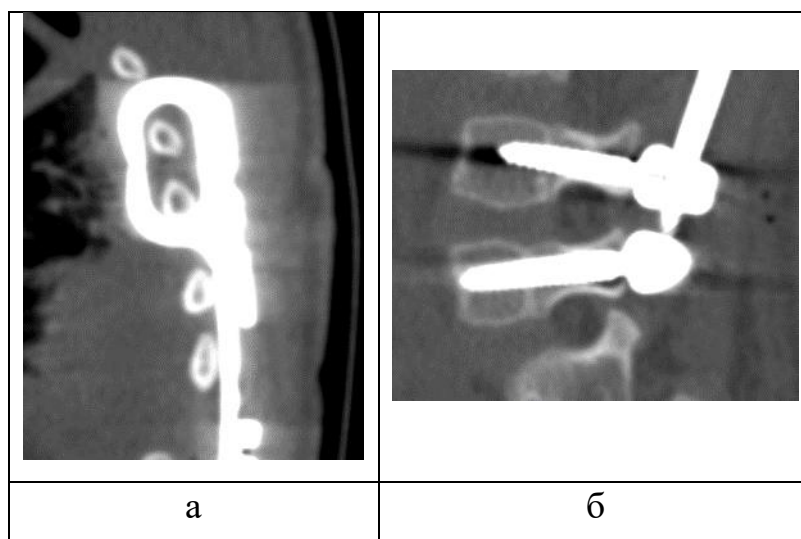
КТ позвоночника после операции: а - положение реберного захвата, б – позиция ТВ
